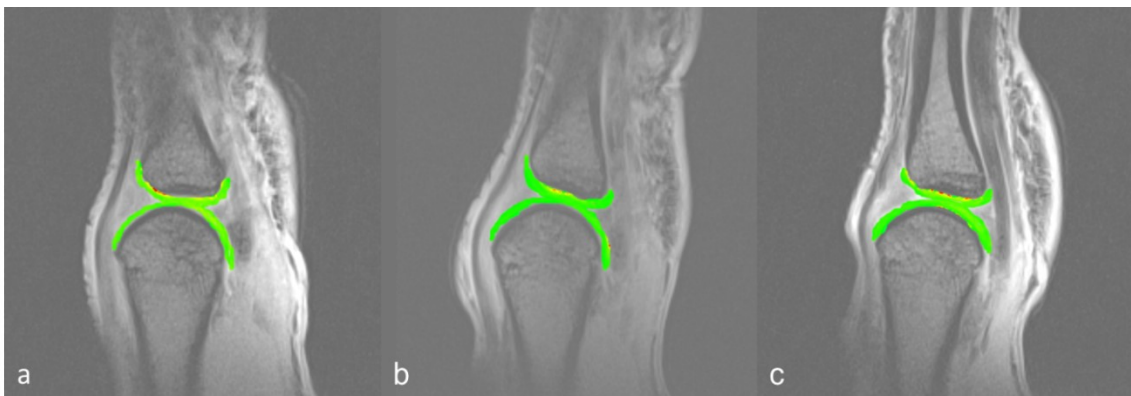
Bildbeispiel delayed Gadolinium-Enhanced Magnetic Resonance Imaging of Cartilage (dGEMRIC) bei initial moderaten Knorpelschäden. Fusionierte Bilder aus nativen T1-Aufnahmen des Metacarpophalangealgelenks (MCP) II in sagittaler Schnittführung mit der farbkodierten Karte der dGEMRIC. Blau = hoher Gehalt an Glykosaminglykanen (GAG), grün = leicht erniedrigter Gehalt an GAG, gelb = verminderter Gehalt an GAG und rot = stark verminderter Gehalt an GAG. Bild a ist
